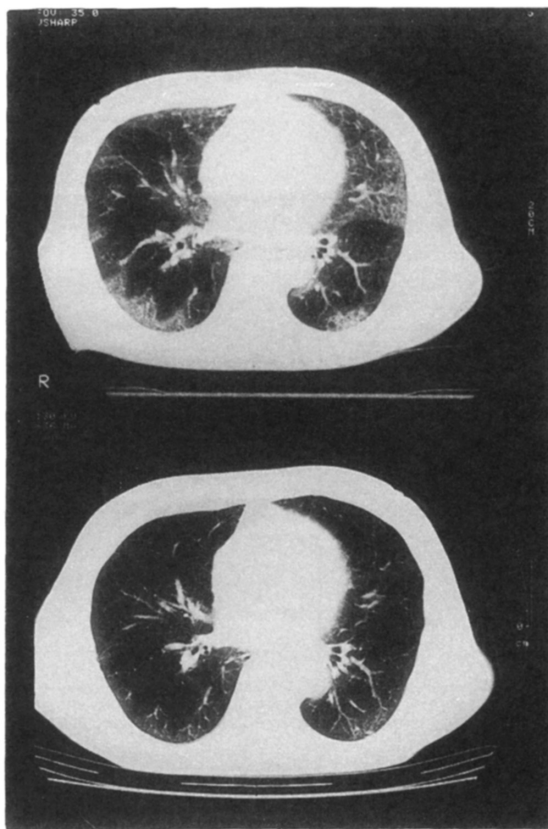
胸部CT所見 (上: 治療前, 下: 治療後)
